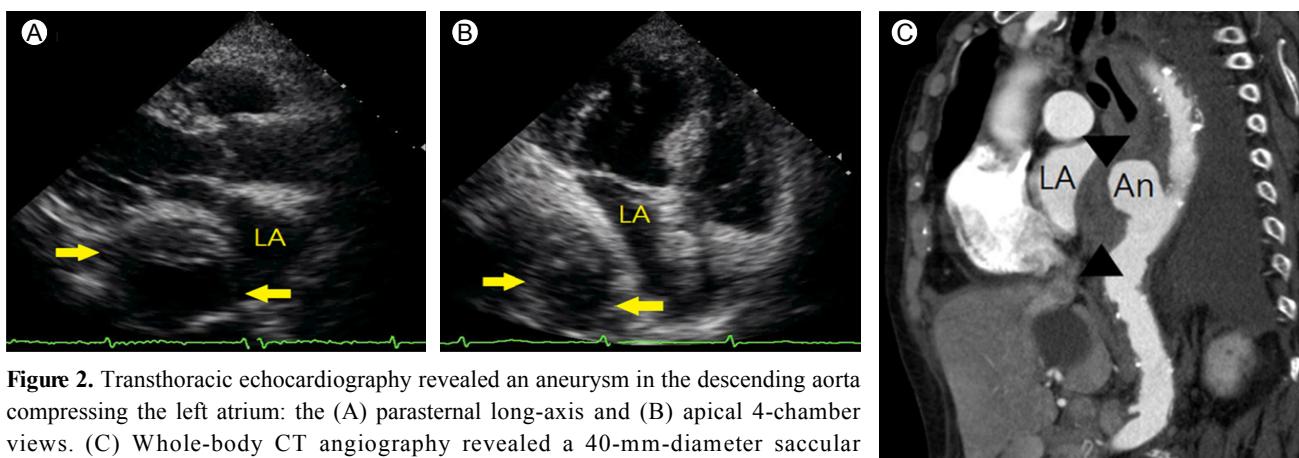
Transthoracic echocardiography revealed an aneurysm in the descending aorta compressing the left atrium: the (A) parasternal long-axis and (B) apical 4-chamber views. (C) Whole-body CT angiography revealed a 40-mm-diameter saccular aneurysm in the descending thoracic aorta surrounded by an intramural hematoma compressing the left atrium. LA, left atrium; An, aneurysm; arrows, descending thoracic aorta; arrowheads, intramural hematoma.
